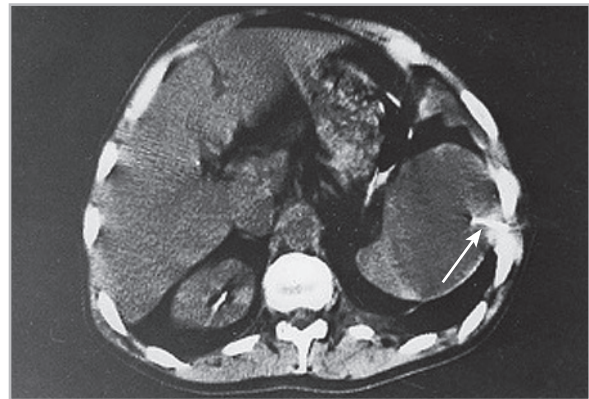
Компьютерная томограмма: абсцесс селезенки овальной формы, с четкими контурами и наличием капсулы. В полости абсцесса определяется пункционная игла (стрелка)
